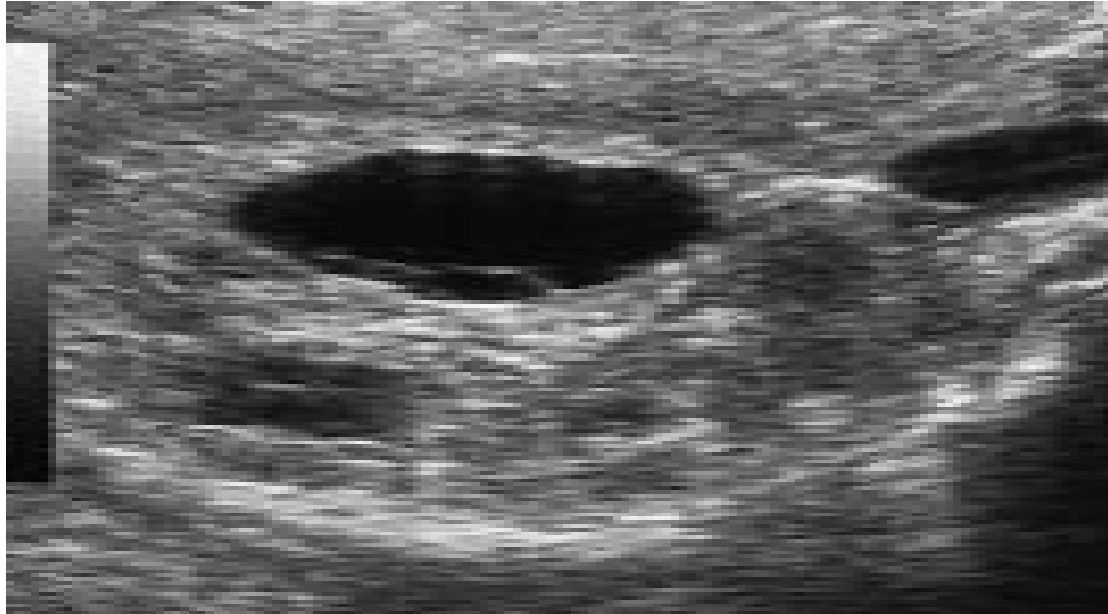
Examen échographique de l'abdomen, coupe transversale. Multiples kystes du cortex rénal droit dont un plus volumineux situé au niveau de la lèvre antérieure.
